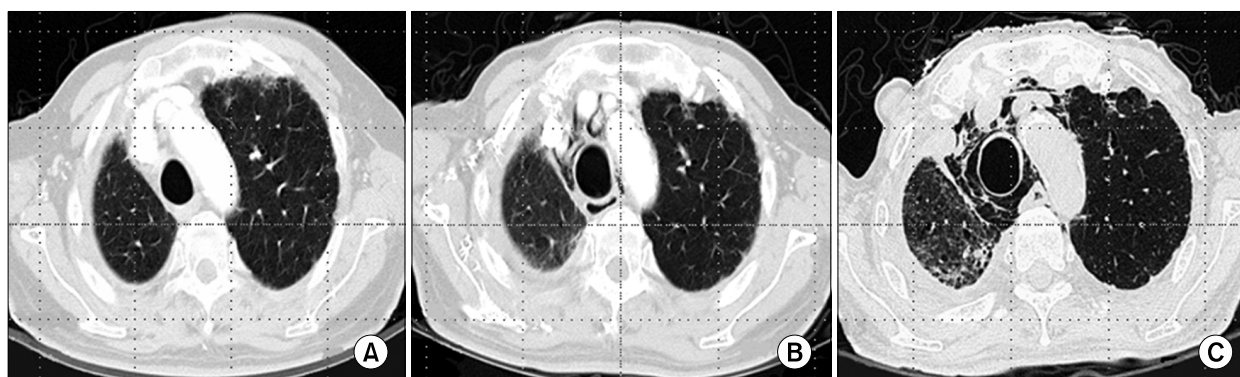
Chest CT scan at one year ago (A), 4 months ago (B), and at admission (C). Chest CT scan taken one year ago shows normal luminal diameter of the trachea and no pneumomediastinum (A). As compared with A, chest CT scan taken 4 months ago (B) shows more enlarged trachea and small amount of mediastinal air surrounding the trachea. At admission, chest CT scan (C) shows prominent dilatation of trachea and large amount of recurrent pneumomediastinum.
